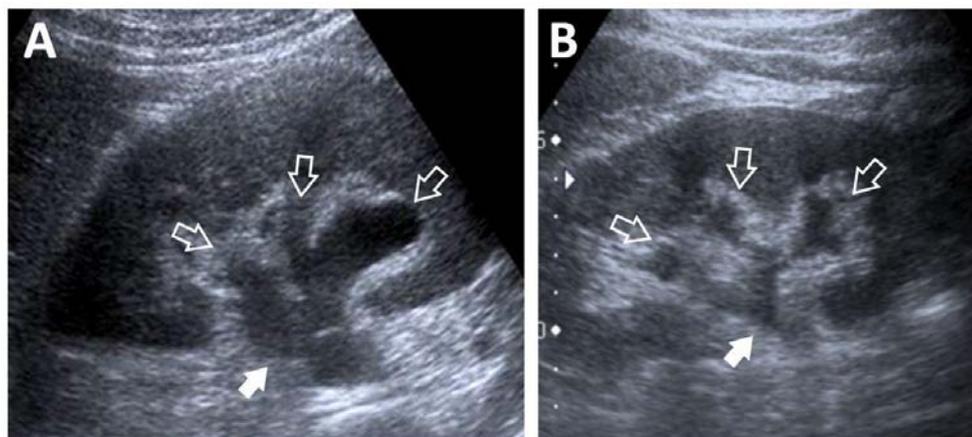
Ecografía renal derecha en la que se observa dilatación del sistema excretor (pelvis y cálices).
